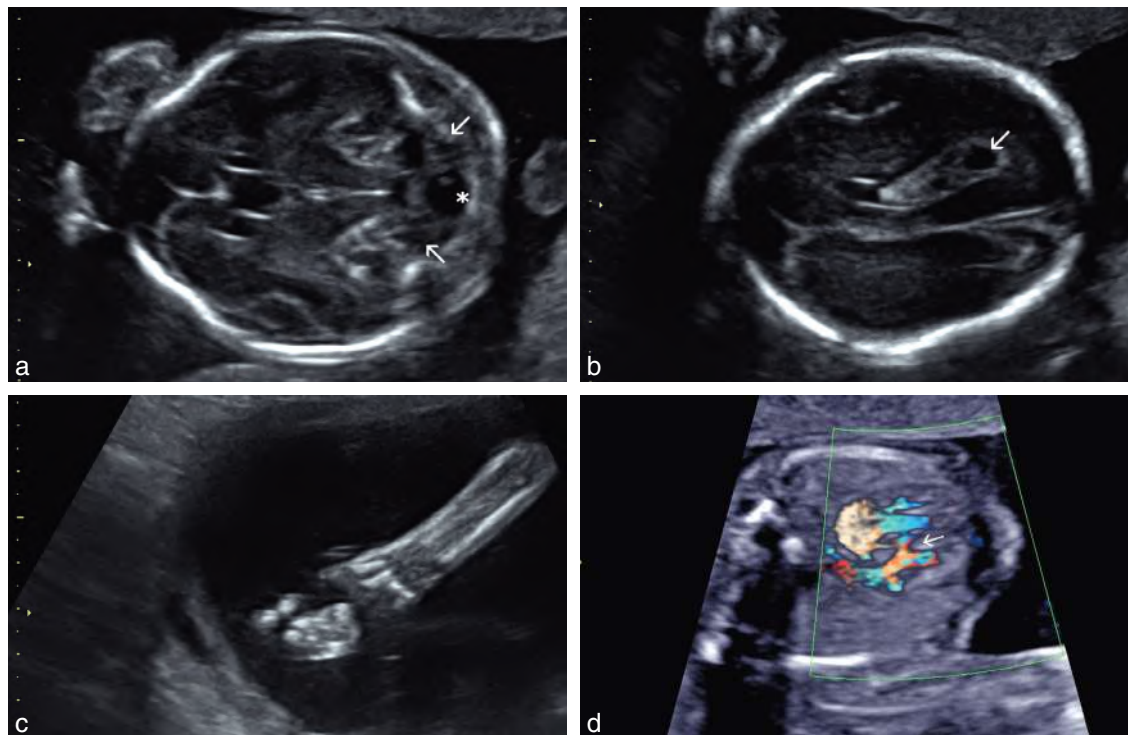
Trisomie 18 diagnostiquée au 2^e trimestre. Patiente de 40 ans n'ayant pas souhaité de dépistage au 1^{er} trimestre par les marqueurs sériques. Clarté nucale normale à 1,8 mm pour une LCC de 60 mm. Échographie de 22 SA. a. On retrouve une brachycéphalie avec un aspect de feston frontal (*lemon sign*) et une région occipitale plate. Le cavum est large, le cervelet hypoplasique (→) et la grande citerne augmentée (*). b. Il existe des collections liquidiennes intraplexuelles (→) : kystes des plexus choroïdes. c. Les doigts de la main sont fléchis en permanence et se chevauchent. Il existe un hydramnios. d. On individualise une petite CIV (→). On retrouve de plus un retard de croissance précoce. L'amniocentèse confirme le diagnostic de trisomie 18 suspecté par l'association des signes échographiques.
